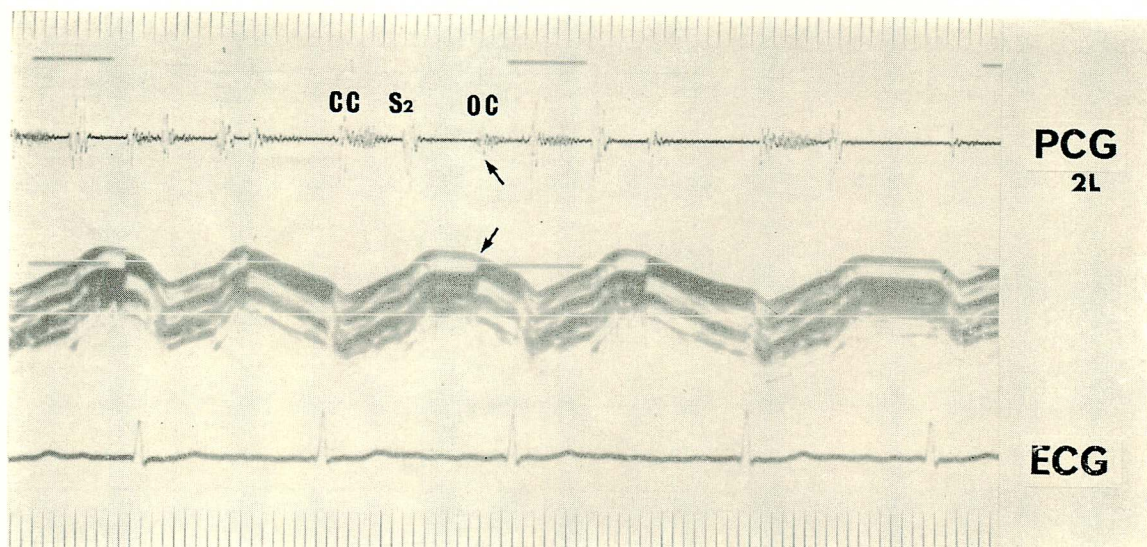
Simultaneous recording of echocardiogram and phonocardiogram demonstrating delayed or failed opening (echocardiogram), which corresponds to prolonged S_2 -OC interval or absent OC, respectively.
